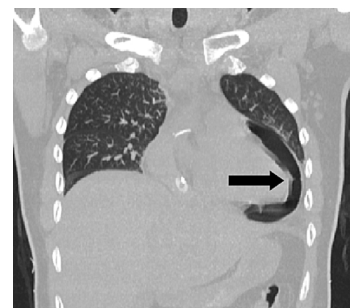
Tomografia computerizzata del torace. La freccia indica il pneumopericardio.
